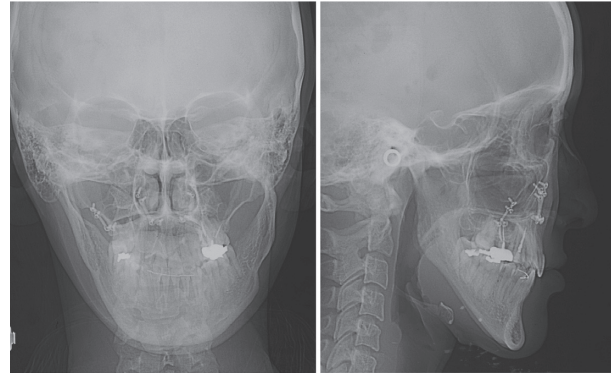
動的治療終了時の頭部X線規格写真（21歳6か月時）
